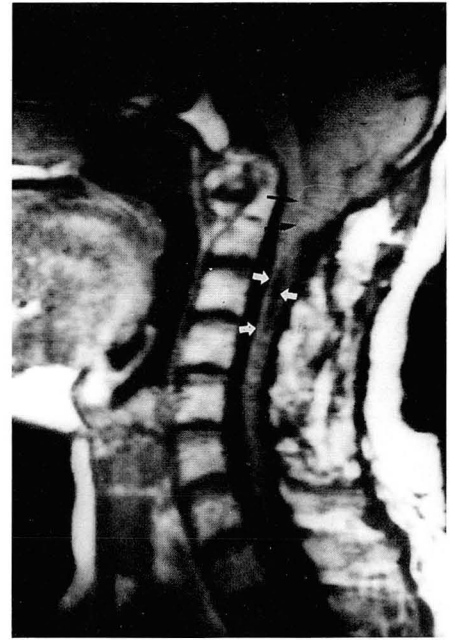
Sagittal T1-weighted MR scan in a 58-year old female with Arnold-Chiari I malformation. The peglike, low-lying tonsil is indicated by the large black arrows. A collapsed syrinx of the cervical spinal cord is present(white arrows).
